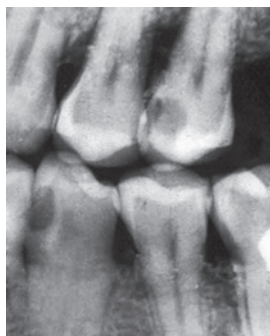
Внутривитальная интерпроксимальная рентгенограмма. Кариис контактных поверхностей зубов 2.5 и 3.4 визуализируется в слое дентина и эмали
